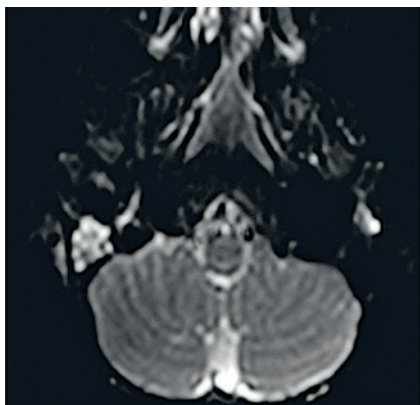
Предоперационная МРТ, DWI режим
